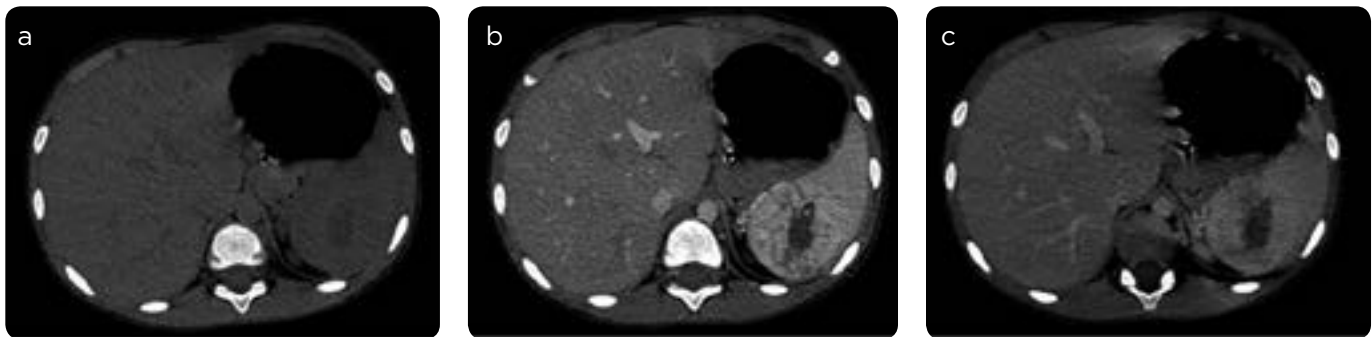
a) TC en fase simple: zona de baja señal en polo superior del bazo. b) Fase arterial: masa sólida hipervascularizada con fuerte realce heterogéneo, localizada en polo superior y región media del bazo, de bordes irregulares, con centro necrótico, mide 4,7×4,3×4,6 cm. c) Fase venosa: lavado moderado.
